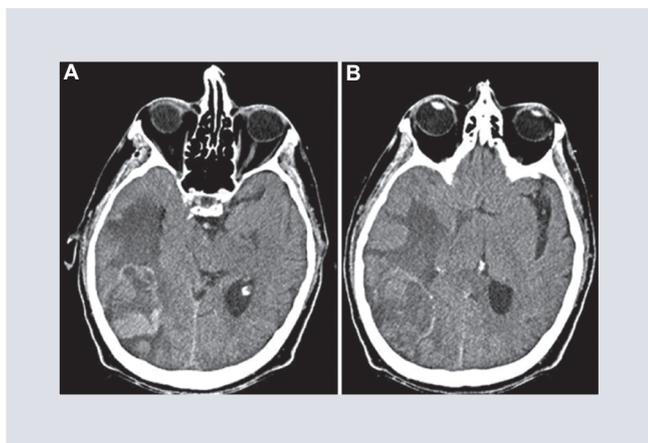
A-B: cortes axiales de tomografía de encéfalo simple con lesión metastásica en región parieto-occipital derecha con datos de sangrado reciente y extenso edema perilesional que condiciona herniación transtentorial y compresión de ventrículo lateral ipsilateral.
